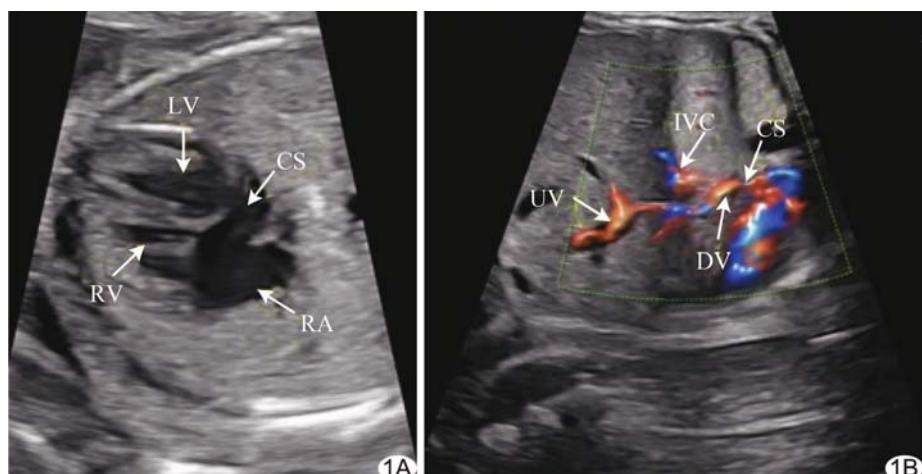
产前超声诊断胎儿DV异位流入CS A. 低位置四腔心切面超声声像图; B. DV矢状切面超声声像图 [IVC: 下腔静脉(inferior vena cava)]
